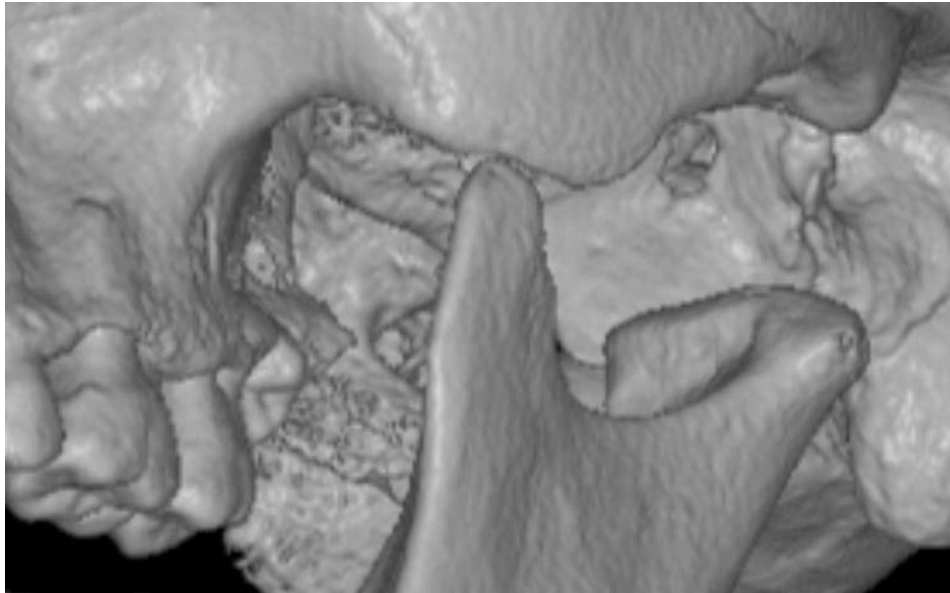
Faccette articolari condilari: si noti la corrispondenza tra le inclinazioni delle superfici oclusali dei molari e quelle delle superfici condilari. TC *cone beam* di reperto del Museo di Antropologia dell'Università di Firenze.
